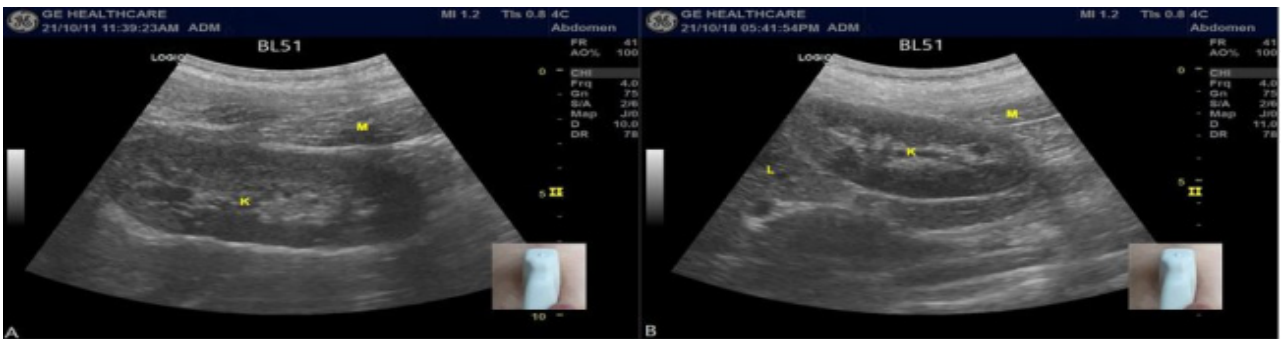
Ultrasound images of the right kidney. K: kidney, L: liver, M: muscle.
